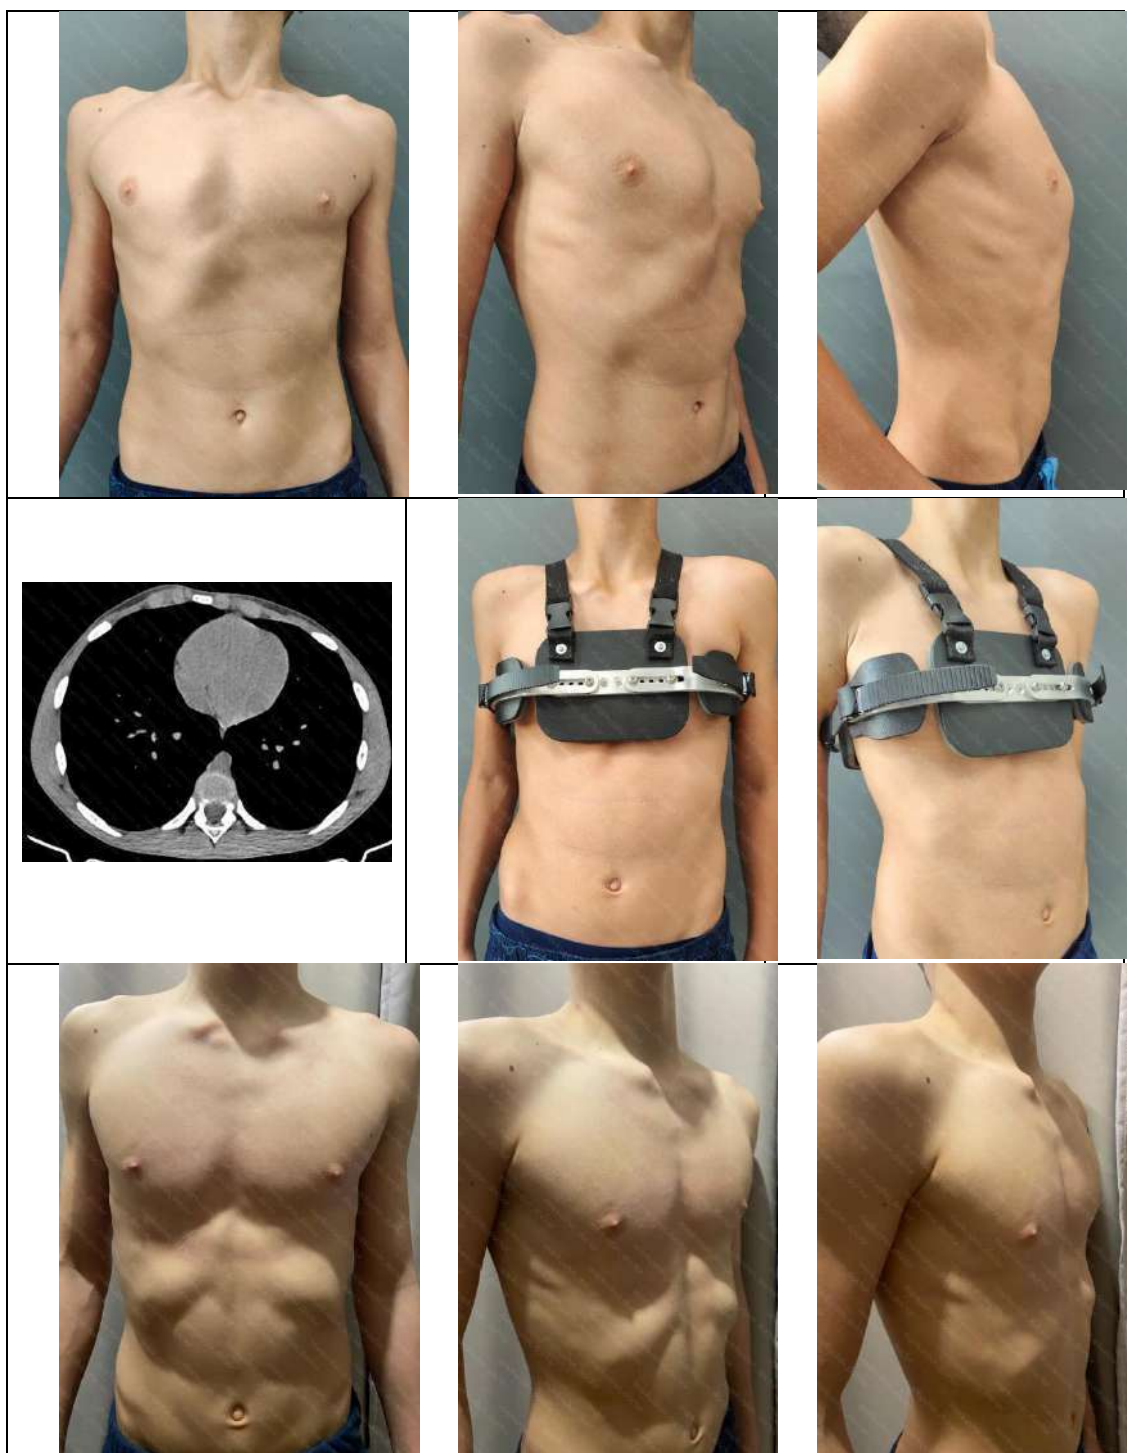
Динамическая компрессия грудной стенки. До лечения, МСКТ-скан, во время компрессии и через 7 месяцев лечения.
